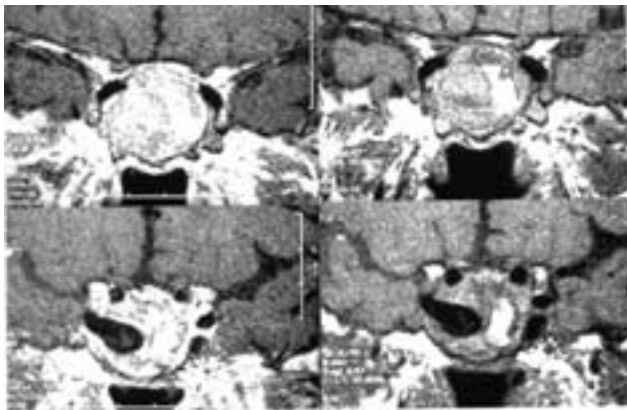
Hemorragia intratumoral limitada que se visualiza en la RM como una imagen intratumoral hiperintensa en T1 que no capta contraste paramagnético, se asocia a un aneurisma de la arteria carótida derecha intracavernosa (caso 2)
